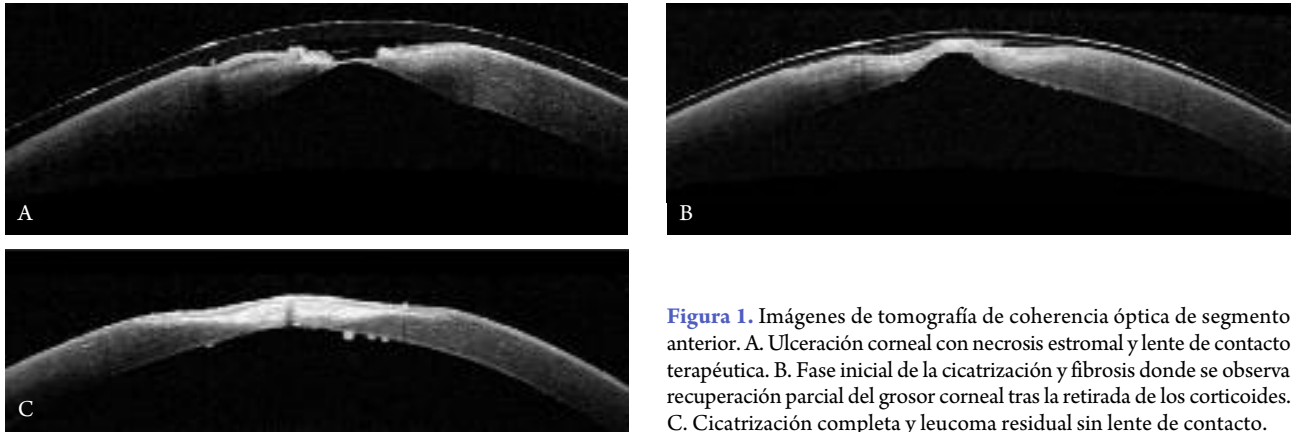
Imágenes de tomografía de coherencia óptica de segmento anterior. A. Ulceración corneal con necrosis estromal y lente de contacto terapéutica. B. Fase inicial de la cicatrización y fibrosis donde se observa recuperación parcial del grosor corneal tras la retirada de los corticoides. C. Cicatrización completa y leucoma residual sin lente de contacto.
